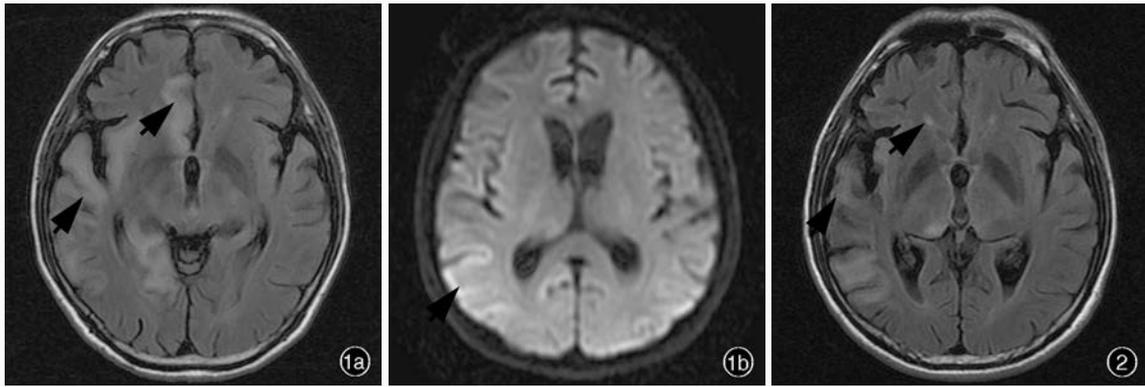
治疗前头部MRI检查所见 1a 横断面FLAIR成像显示,右侧额叶、颞叶、岛叶、枕叶和丘脑多发片状高信号(箭头所示) 1b 横断面DWI显示,双侧大脑半球皮质类“花边”样高信号(箭头所示) 图2 治疗2周后,横断面FLAIR成像可见病灶较前明显减少(箭头所示)
